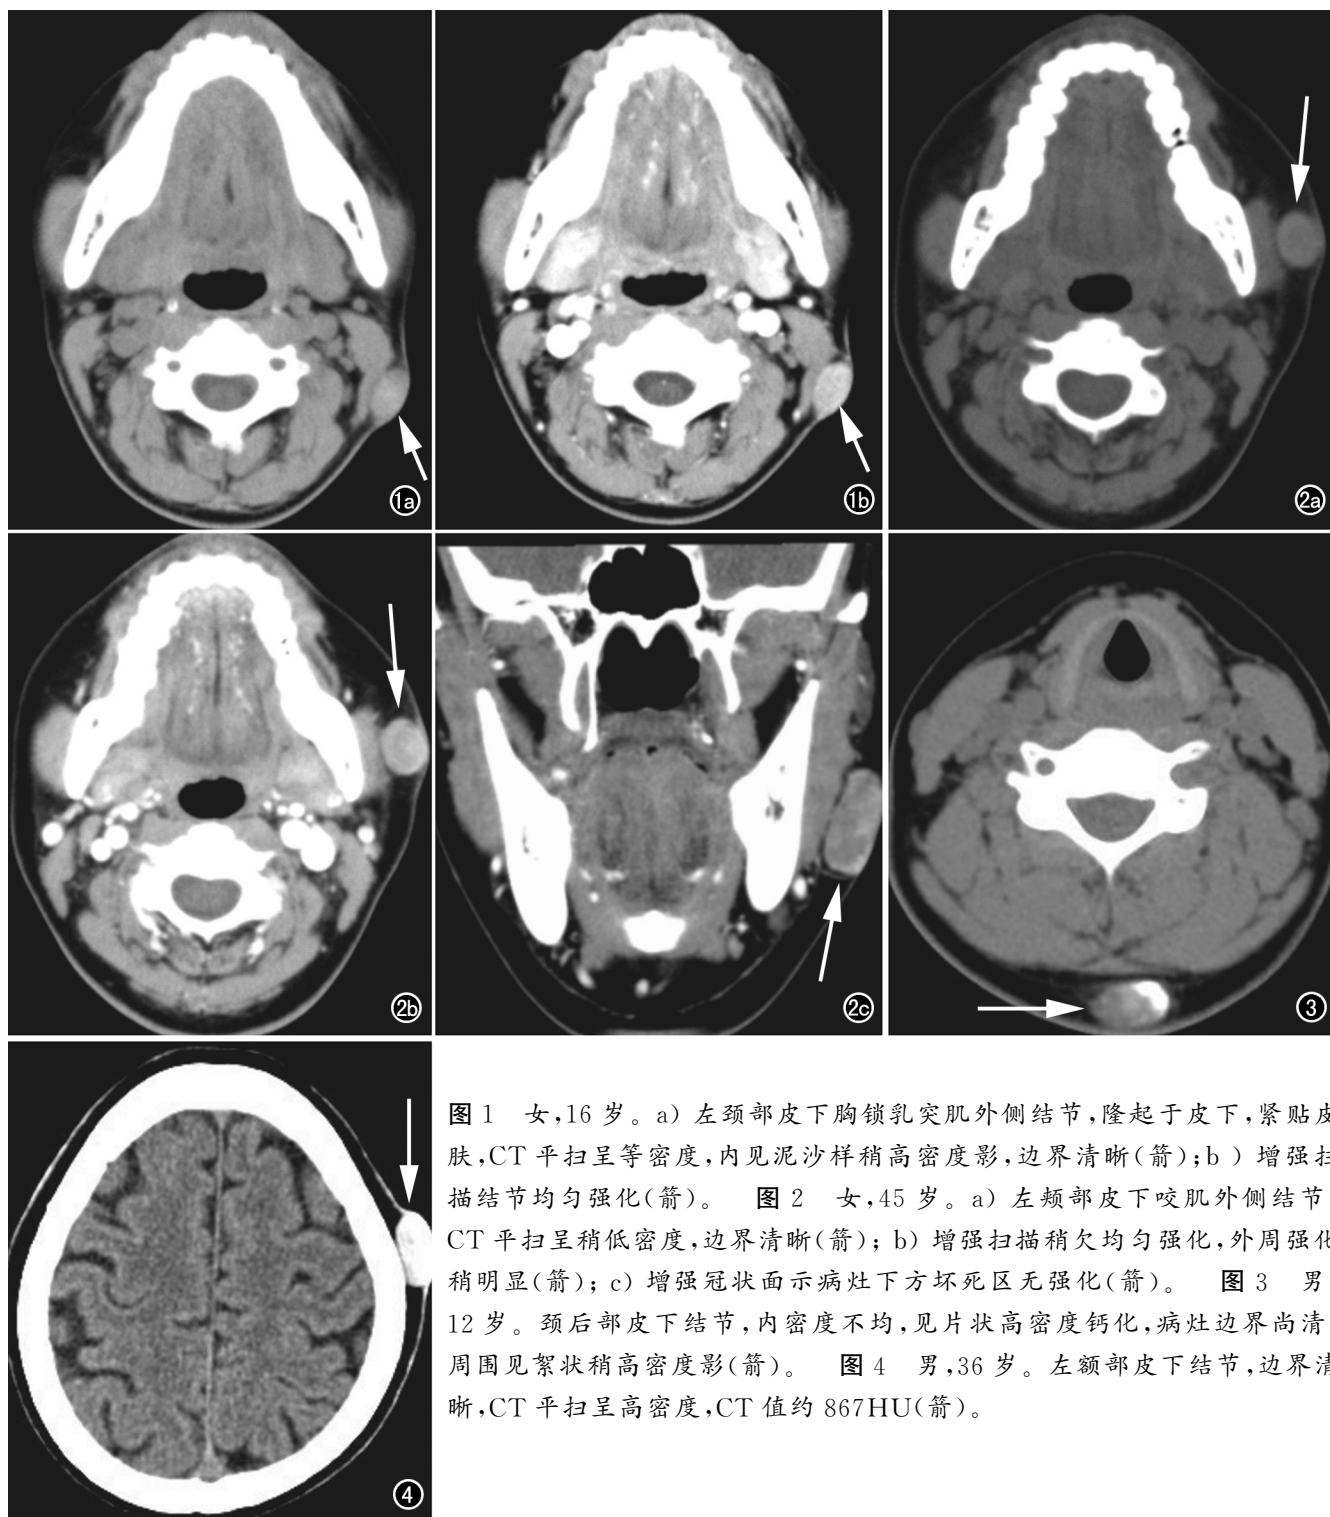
女,16岁。a)左颈部皮下胸锁乳突肌外侧结节,隆起于皮下,紧贴皮肤,CT平扫呈等密度,内见泥沙样稍高密度影,边界清晰(箭);b)增强扫描结节均匀强化(箭)。图2 女,45岁。a)左颊部皮下咬肌外侧结节,CT平扫呈稍低密度,边界清晰(箭);b)增强扫描稍欠均匀强化,外周强化稍明显(箭);c)增强冠状面示病灶下方坏死区无强化(箭)。图3 男,12岁。颈后部皮下结节,内密度不均,见片状高密度钙化,病灶边界尚清,周围见絮状稍高密度影(箭)。图4 男,36岁。左额部皮下结节,边界清晰,CT平扫呈高密度,CT值约867HU(箭)。
